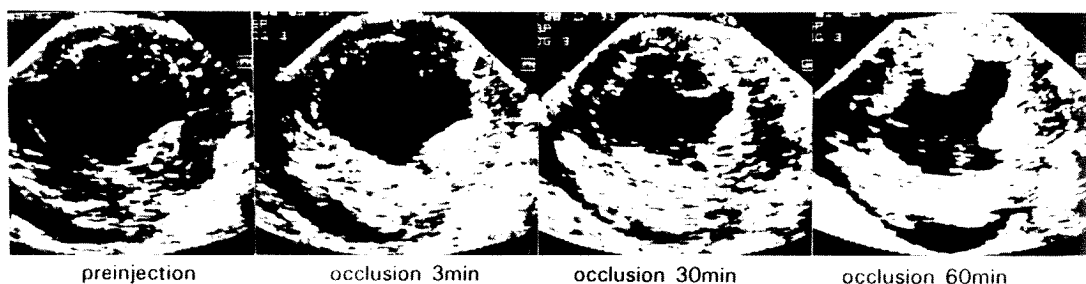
Two-D echocardiographic short axis views of the high papillary muscle level before and after injection of contrast agent after occlusion of proximal left anterior descending coronary artery. The echocontrast defect areas(9 to 12 O'clock) become smaller with time.
